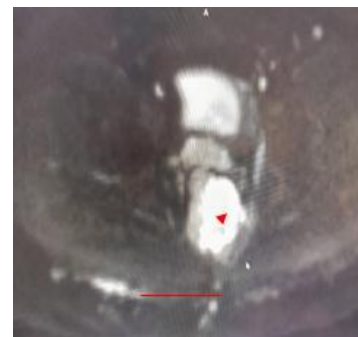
МРТ пациент А. 1979г.р. МРТ: аксиальный срез, затёк в правом ишиоректальном пространстве. гиперинтенсивный сигнал от гнойной полости
